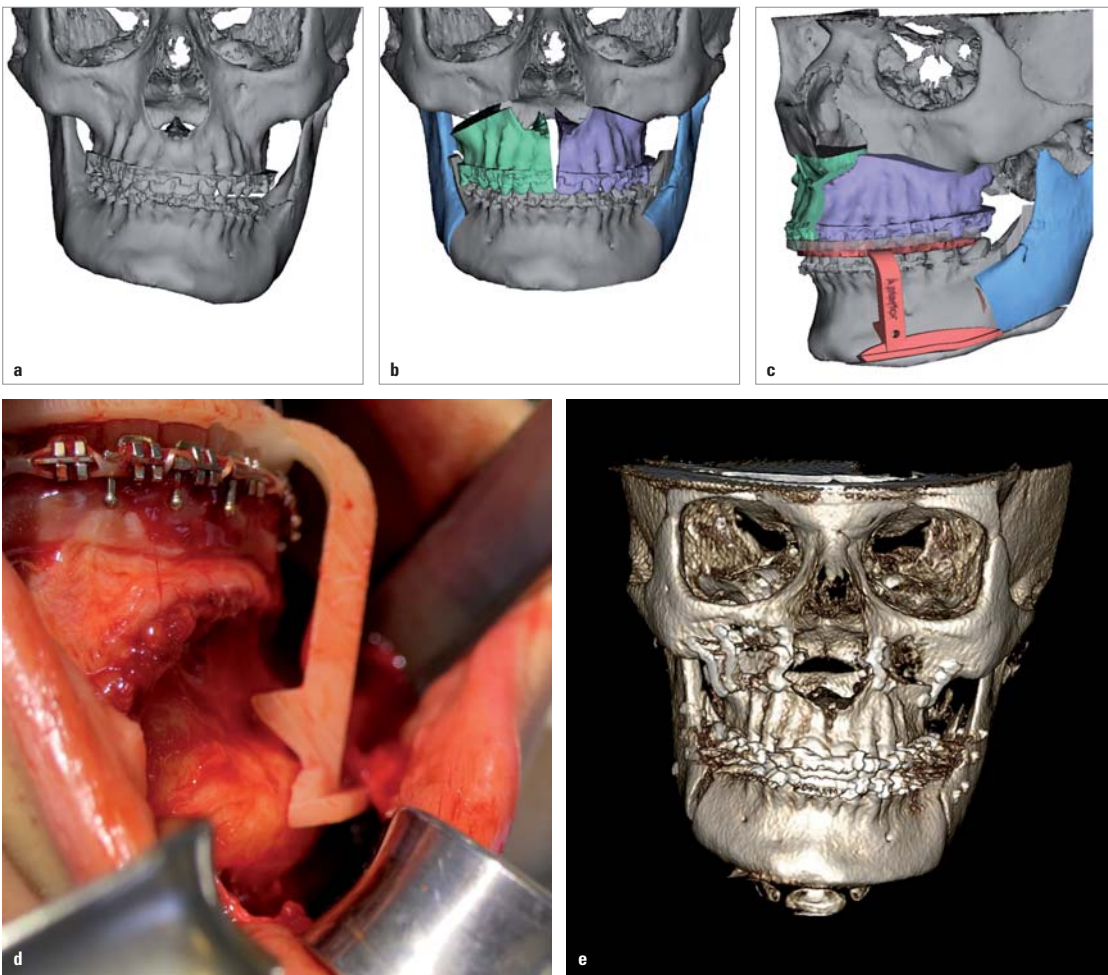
Hemimandibuläre Hyperplasie (a). Okklusal gestützte Schnittführungshilfe zur Behandlung der fortbestehenden skelettalen Asymmetrie (b, c). Klinische Ansicht der Schnittrichtungs- und Ausrichtung der unteren Grenze (d). Postoperative 3-D-Rekonstruktion eines CBCTs mit Hervorhebung der okklusalen und skelettalen Korrektur (e).
